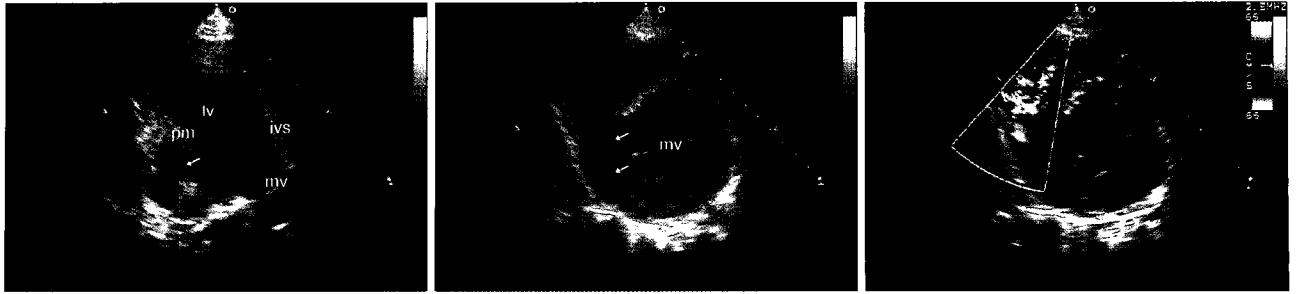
Preoperative echocardiography: Aneurysmal bulging of posterobasal aspect of left ventricle is seen (arrows). On color Doppler examination, septal rupture of the aneurysm into the right ventricle is well visualized. lv=Left ventricle; ivs=Interventricular septum; mv=Mitral valve; pm=Papillary muscle.
